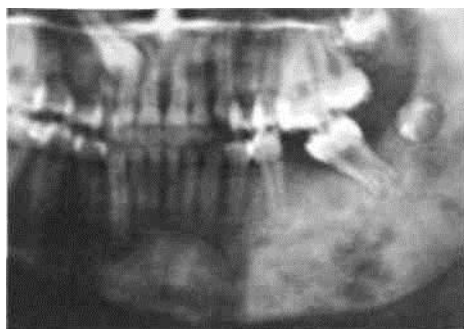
Рентгенограмма ребенка с хроническим одонтогенным остеомиелитом левой половины нижней челюсти (деструктивно-продуктивная форма)
